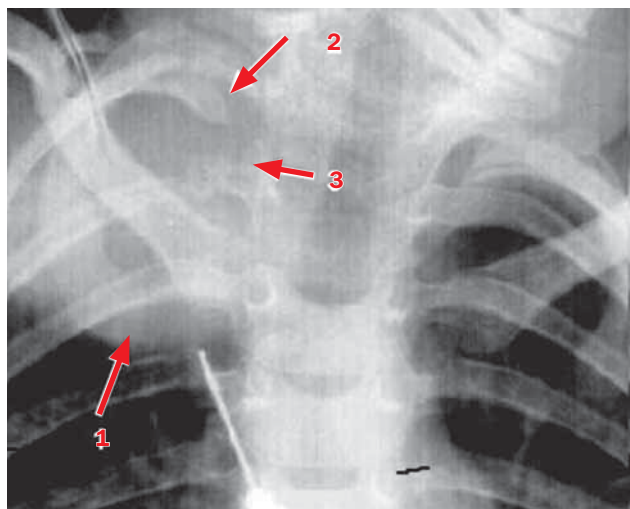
Больная Б., 5 лет. Нейробластома верхнего средостения справа. Рентгенограмма грудного отдела позвоночника в прямой проекции
